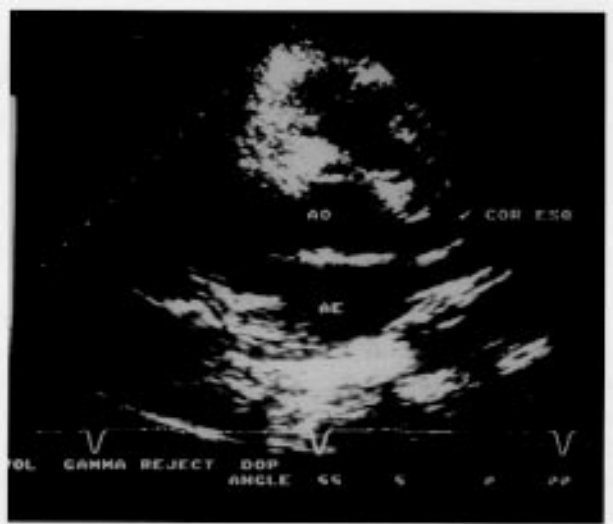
Ecocardiograma, corte transversal a nível dos vasos da base, demonstrando dilatação da artéria coronária esquerda. AO-aorta; AE-átrio esquerdo; cor esq-coronária esquerda
